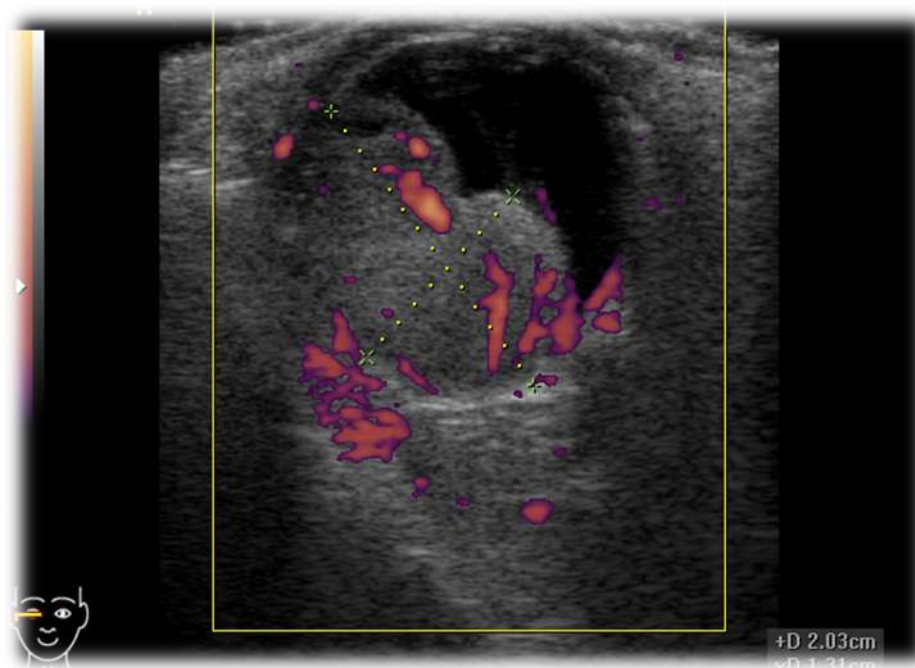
Эхотомограмма меланомы хориоидеи в режиме ЦДК.
